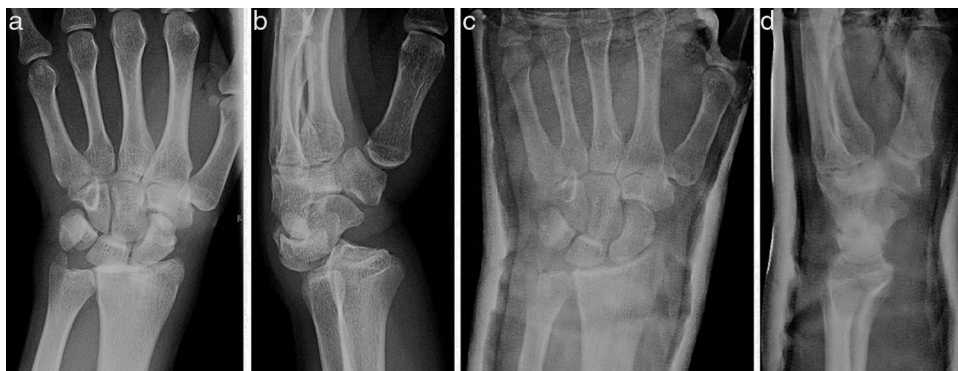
Radiografía simple AP y lateral a la llegada a urgencias (a y b), y tras la reducción (c y d).
